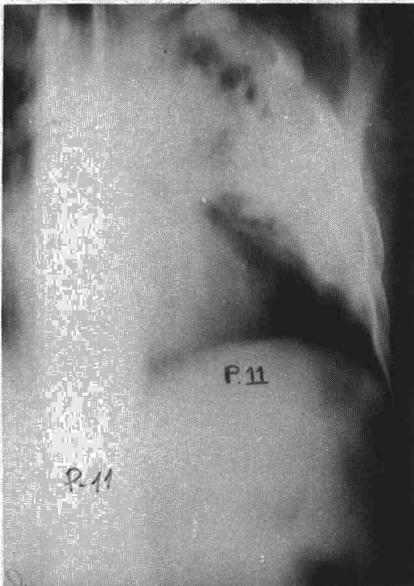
Tomografía hemitórax izquierdo (P. 11). Confirma la imagen de broncograma aéreo.
